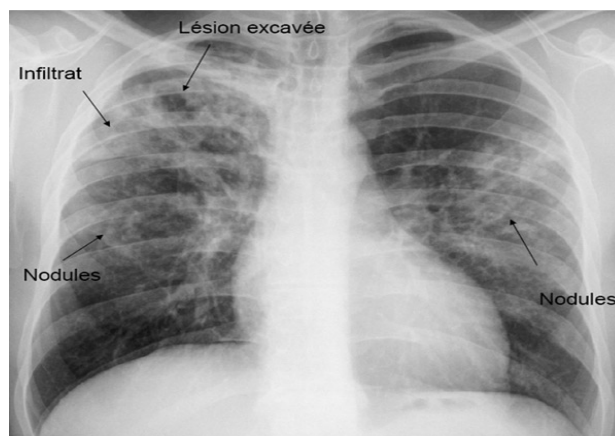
Radiographie thoracique de face montrant les différentes lésions tuberculeuses (174).
